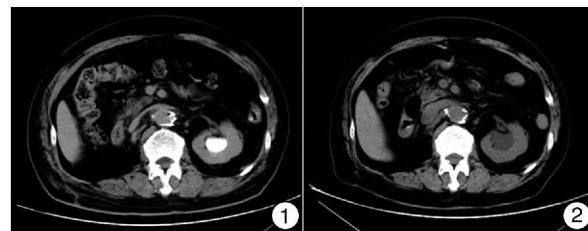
①术后3个月复查泌尿系CT,示肾盂肿瘤复发,大小约 $3.0\text{ cm} \times 2.0\text{ cm}$;
